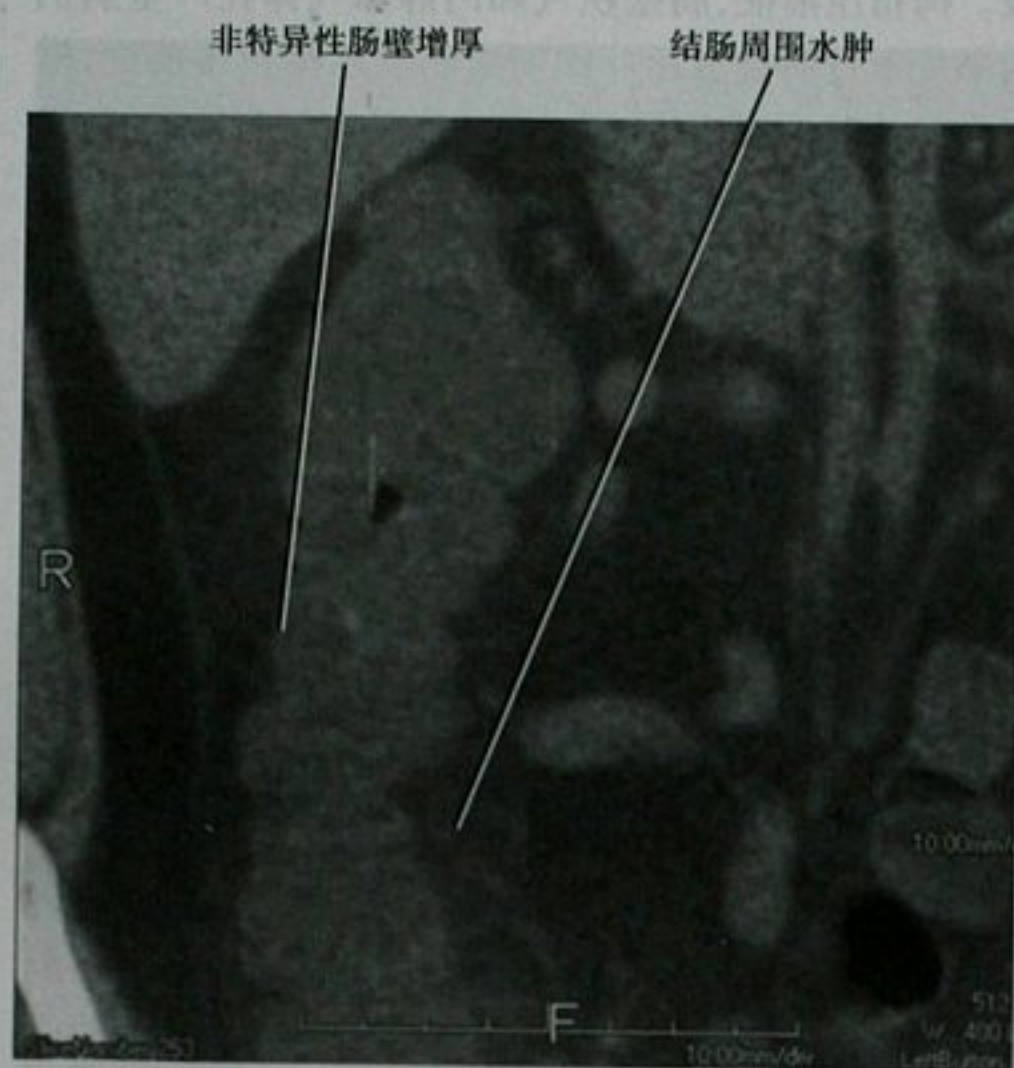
CT 平扫冠状位重建,空肠弯曲菌结肠炎
